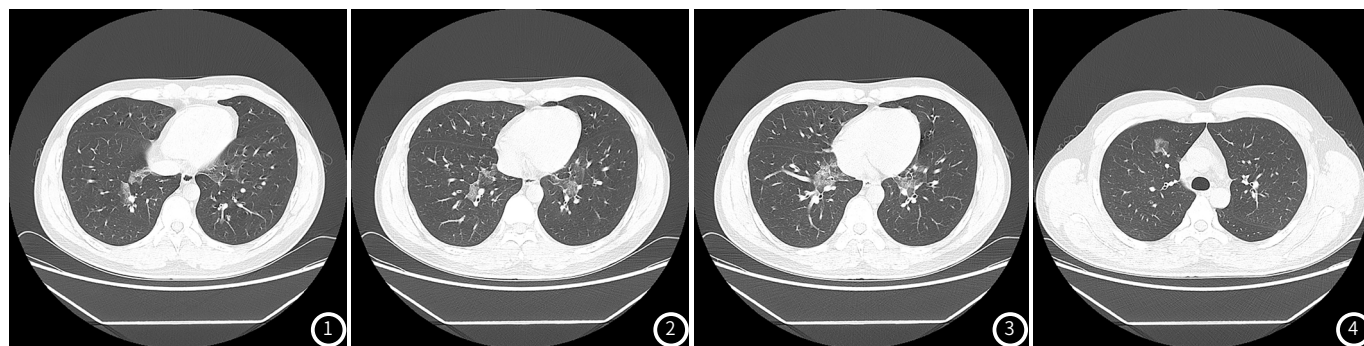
~4 患者男, 11岁, 右侧胸痛, 咳嗽一周。胸部CT提示双肺可见多发片状高密度影。
